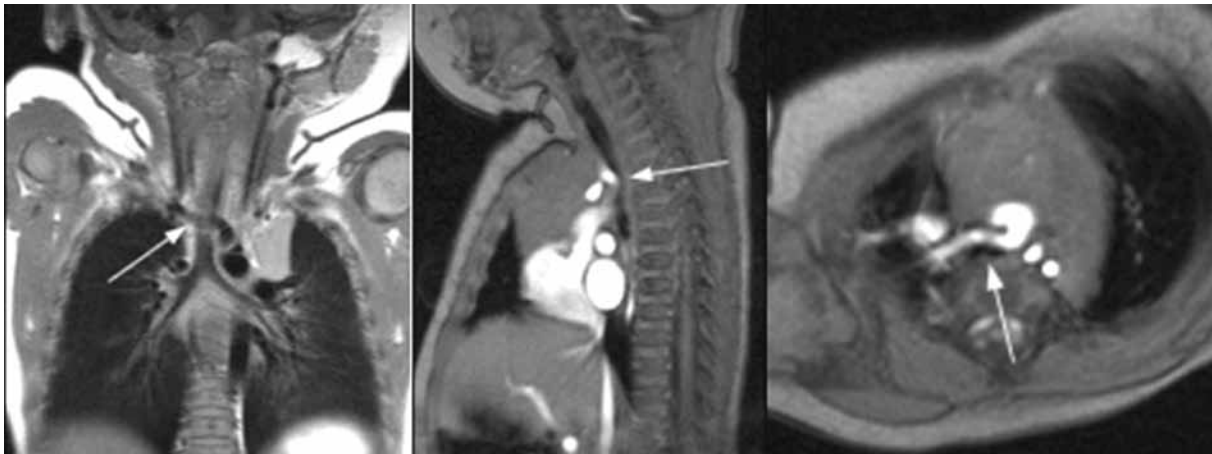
Artère Lusoria comprimant le tiers inférieur de la trachée (IRM)
